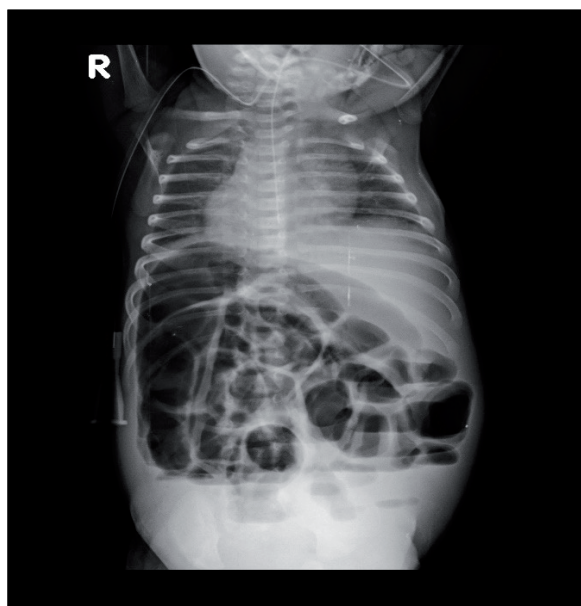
Radiografía de abdomen mostrando imagen en “grano de café”. Signo radiológico característico de vólvulo intestinal
